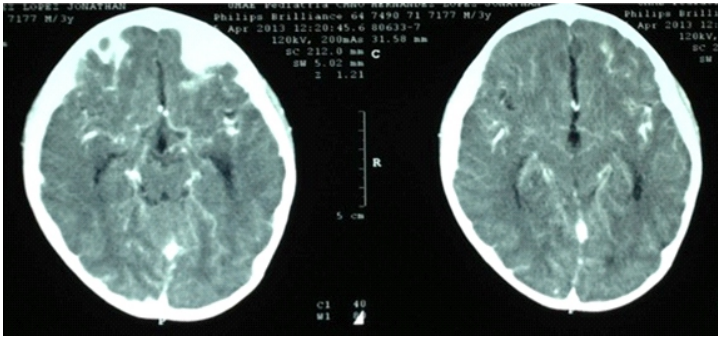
Tomografía axial computada de cráneo con contraste en la que se observa hipercaptación de contraste en leptomeninges.
